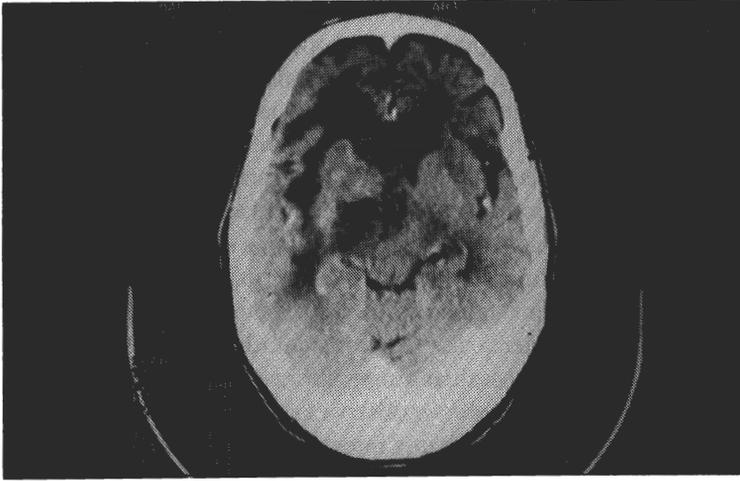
TAC -Lesão expansiva intra-axial profunda no hemisfério cerebral direito, rodeada por importante edema, com desvio direito-esquerdo das estruturas medianas
